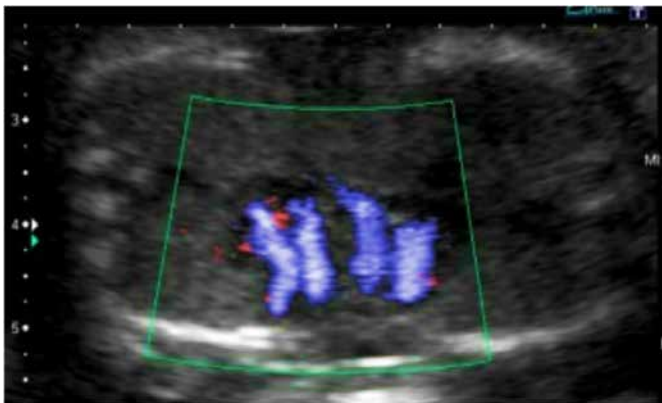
Color Doppler nas válvulas atrioventriculares em gêmeos toracópagos.
